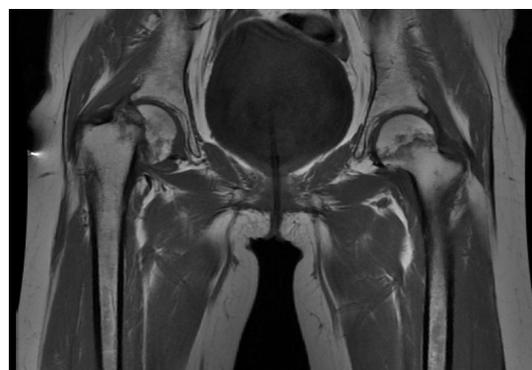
b 前医初診時の股関節単純 MRI T1 強調像
